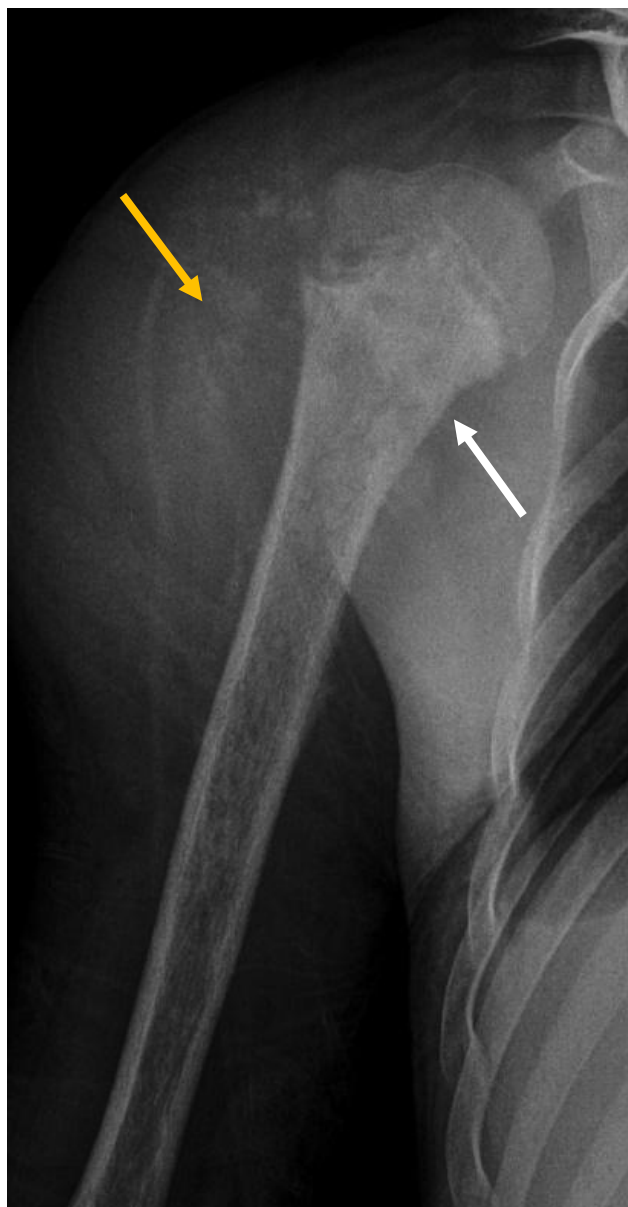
Radiographie standard de l'humérus de face objectivant une densification osseuse du tiers supérieur de la diaphyse humérale (flèche blanche) avec rupture de la corticale par endroit et opacité des parties molles en regard (flèche orange)
